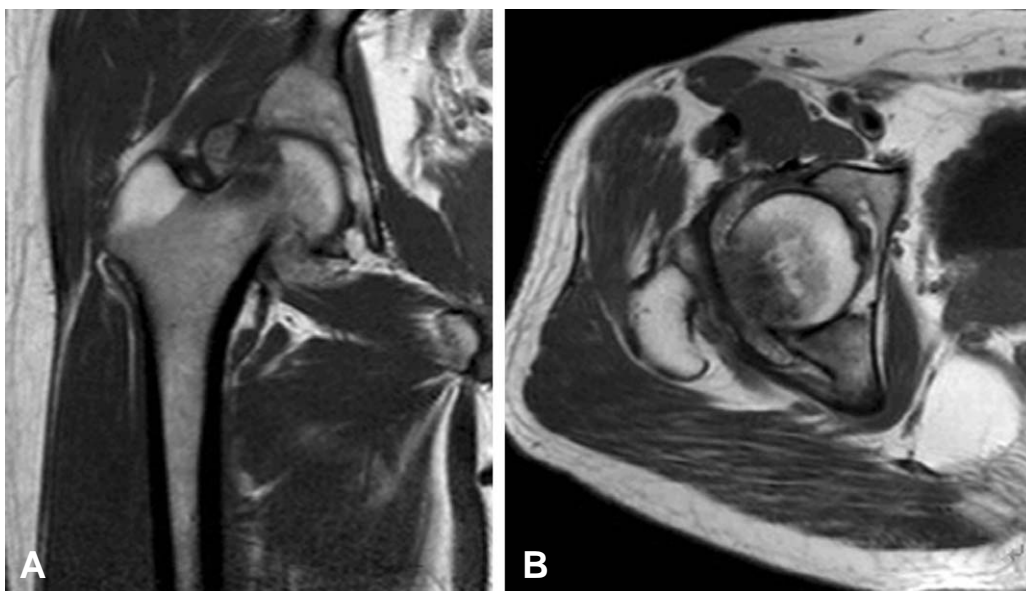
(A, B) Coronal & Axial T1-weighted MR image shows focal marrow edema and proliferative fatty mass of intermediate signal density in distended hip joint space.
